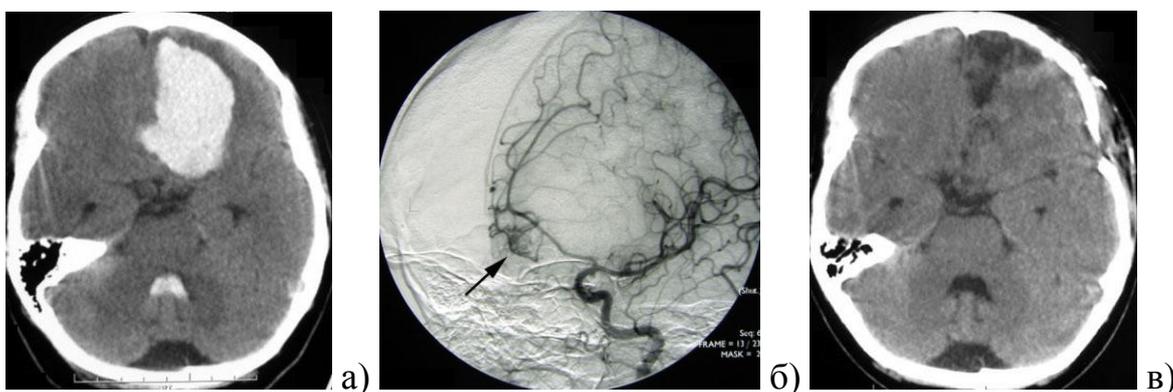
Удаление АВМ и ВМГ левой лобной доли: а) КТ до операции: ВМГ левой лобной доли объемом 60 мл и ВЖК в 4 желудочек; б) каротидная ангиография в боковой проекции: определяется АВМ, кровоснабжаемая из левой передней мозговой артерии (указана стрелкой); в) КТ после операции: локальная атрофия левой лобной доли.
